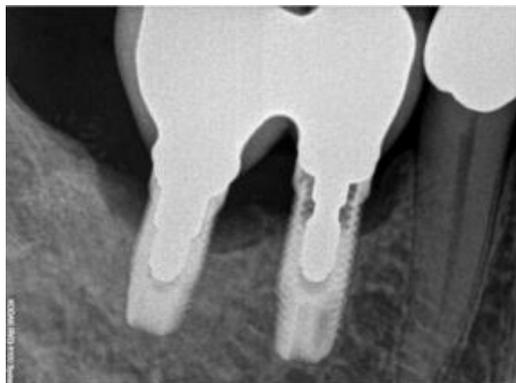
Caso clínico 4 - cirurgia regenerativa – radiografia pré-operatória do defeito ósseo (Smeets *et al.*, 2014).
